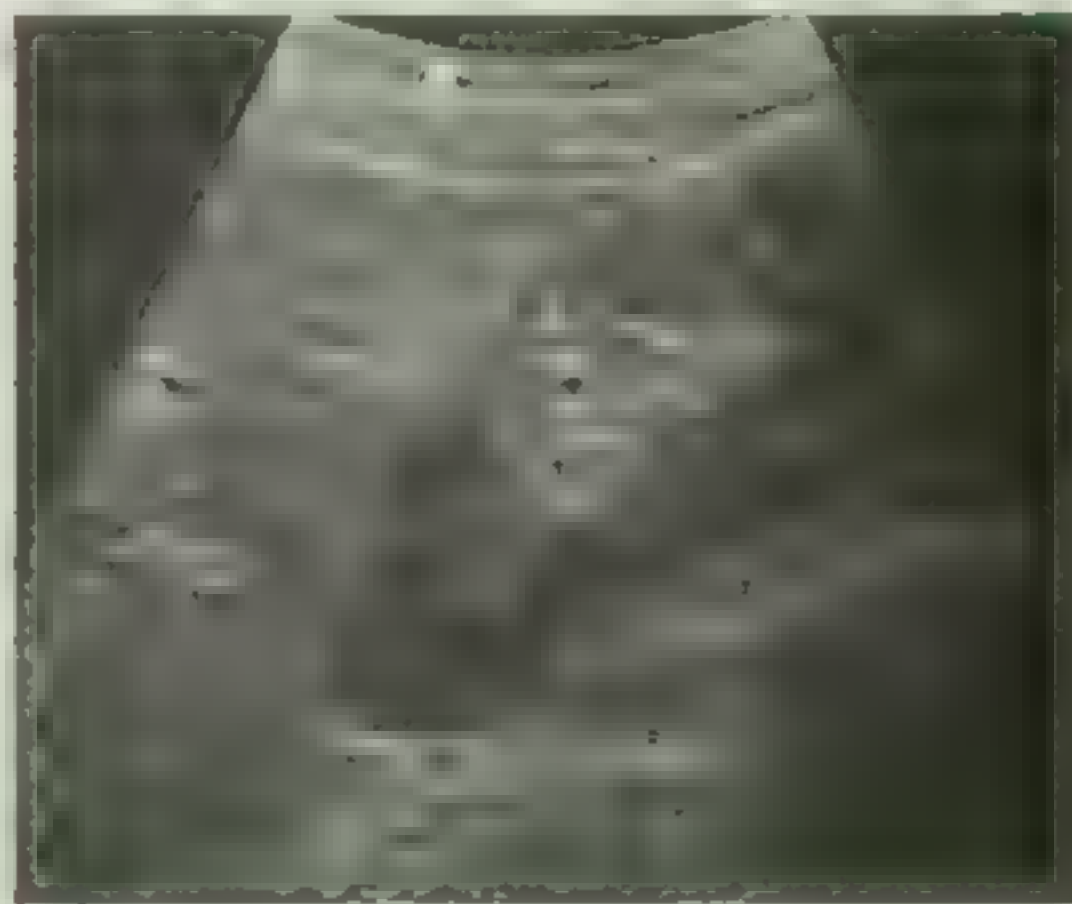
上腹部超声扫描技术 此图是在显示器上见到的右肾超声影像
